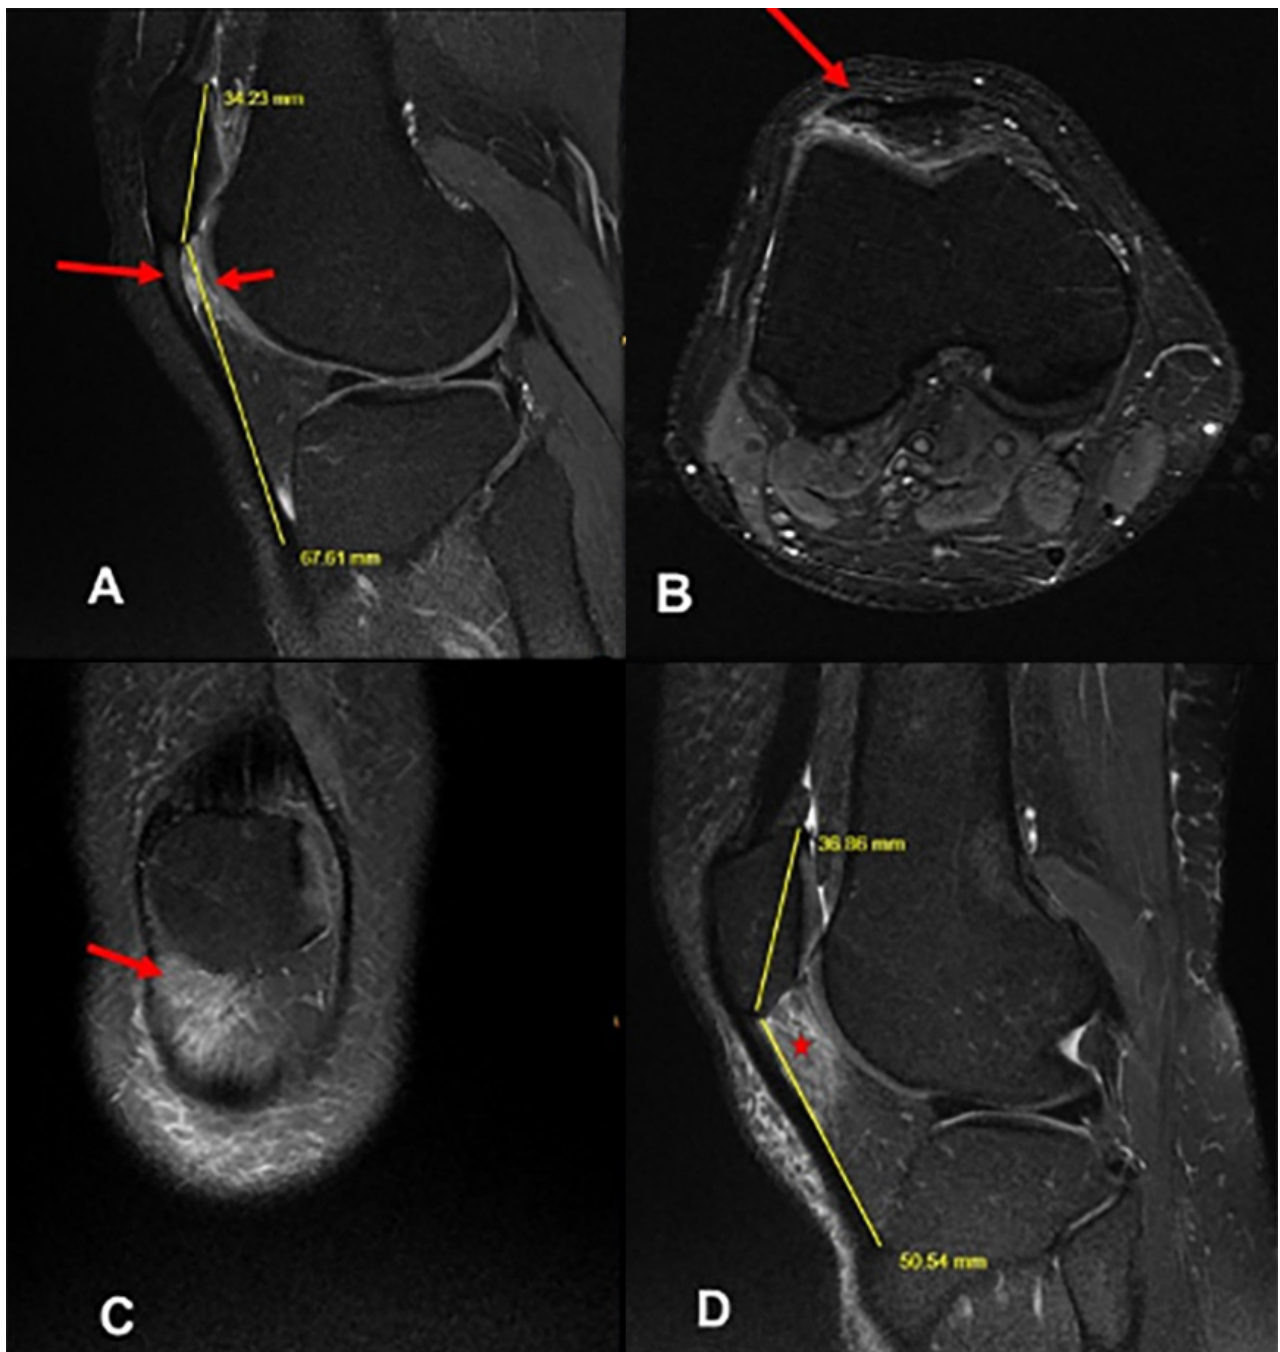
Hombre sedentario de treinta y siete años con dolor anterior crónico en la rodilla izquierda. Las imágenes sagitales (A) y axiales (B) saturadas de grasa con eco de espín rápido potenciadas en T2 muestran edema en la porción superolateral de la mitad anterior de la almohadilla de grasa (flecha), tendón rotuliano largo con rótula alta: LT/LP: $67.61/34.23 = 1.90$. Tendinopatía rotuliana (flechas largas rojas). Compresión de la almohadilla de grasa infrapatelar superolateral (bolsa de grasa de Hoffa) (flecha en C, estrella en D) en una mujer de cuarenta y seis años con dolor de rodilla infrapatelar lateral. (C) Imágenes de resonancia magnética (RM) de densidad de protones con supresión de grasa coronal y (D) axial. Rótula alta: LT/LP: $50.54/36.86 = 1.40$.
